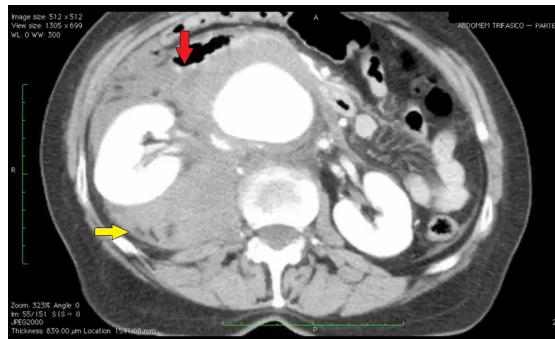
Angiotomografia demonstrando aneurisma da aorta abdominal (AAA) rotolarrenal com hematoma retroperitoneal à direita. Seta vermelha: ruptura do aneurisma (descontinuidade da parede do AAA). Seta amarela: hematoma retroperitoneal.
